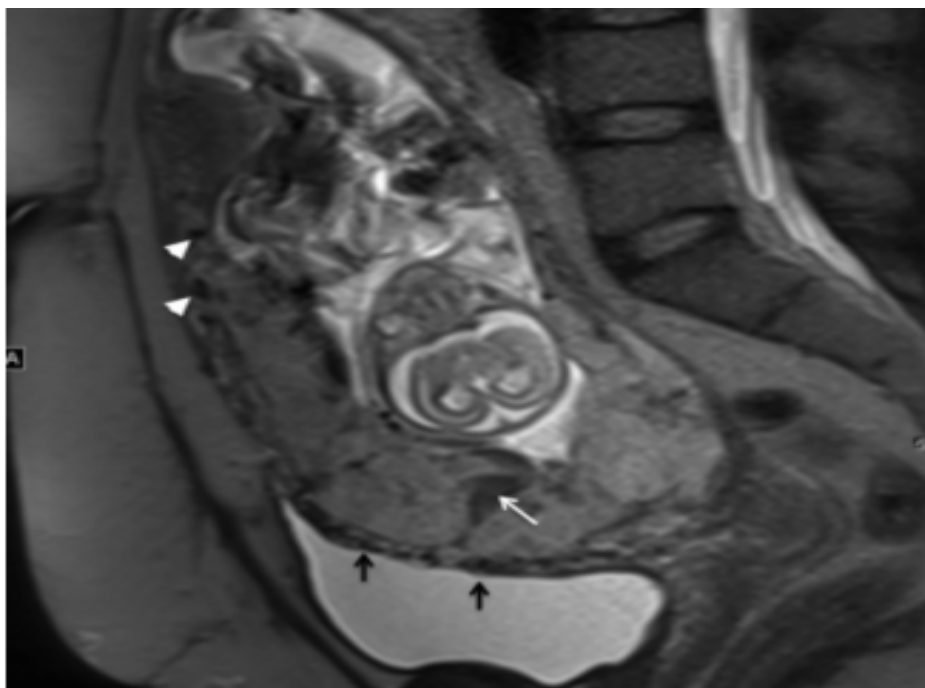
IRM pelvienne séquence HASTE d'un cas de placenta percreta. Le placenta est hétérogène avec des caillots (flèche blanche), les vaisseaux sont hypertrophiques (tête de flèche) et la vascularisation est aberrante au niveau du dôme vésical (flèches noires).[76]
